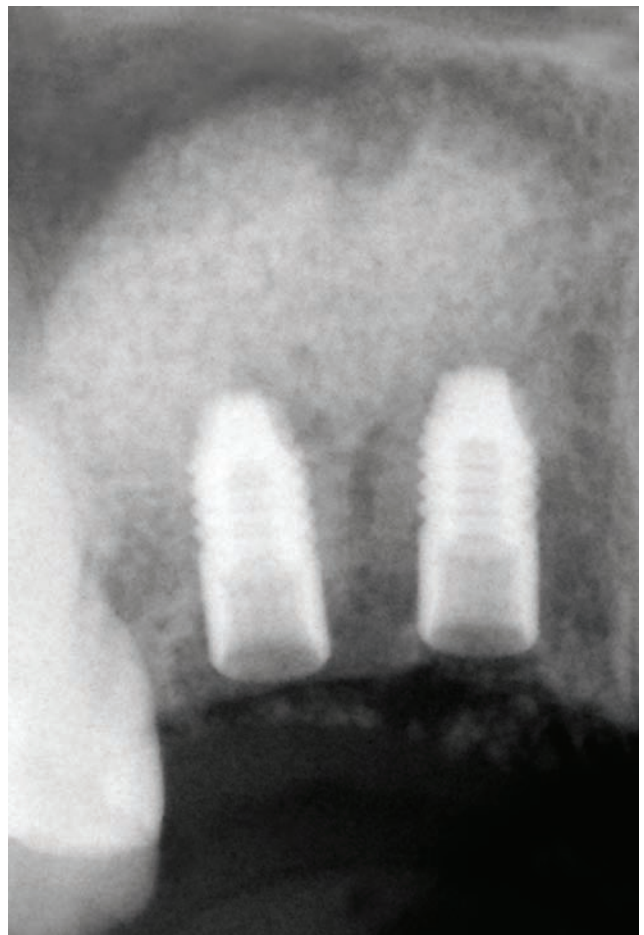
Cliché de radiographie de contrôle intrabuccale après la procédure d'élévation du plancher sinusal et d'implantation simultanée en 14 et 15.
